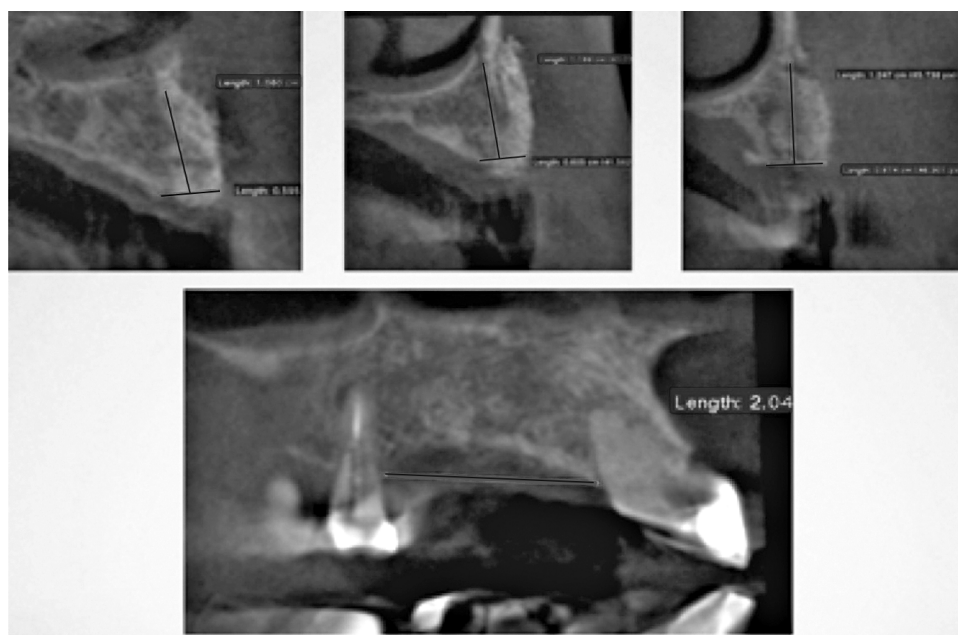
Компьютерная томография через 8 мес.
